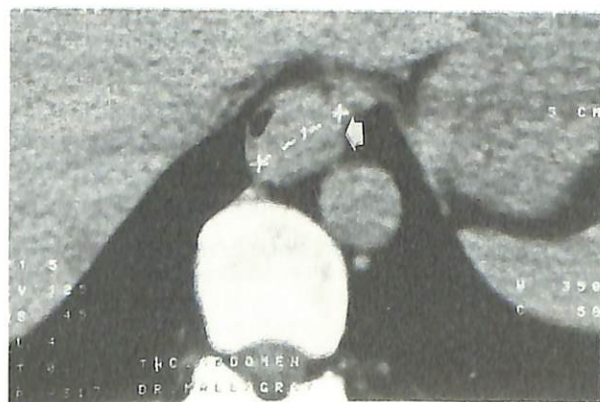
TAC torácico en el que se visualiza una tumoración que ocluye la luz del esófago (flecha).
